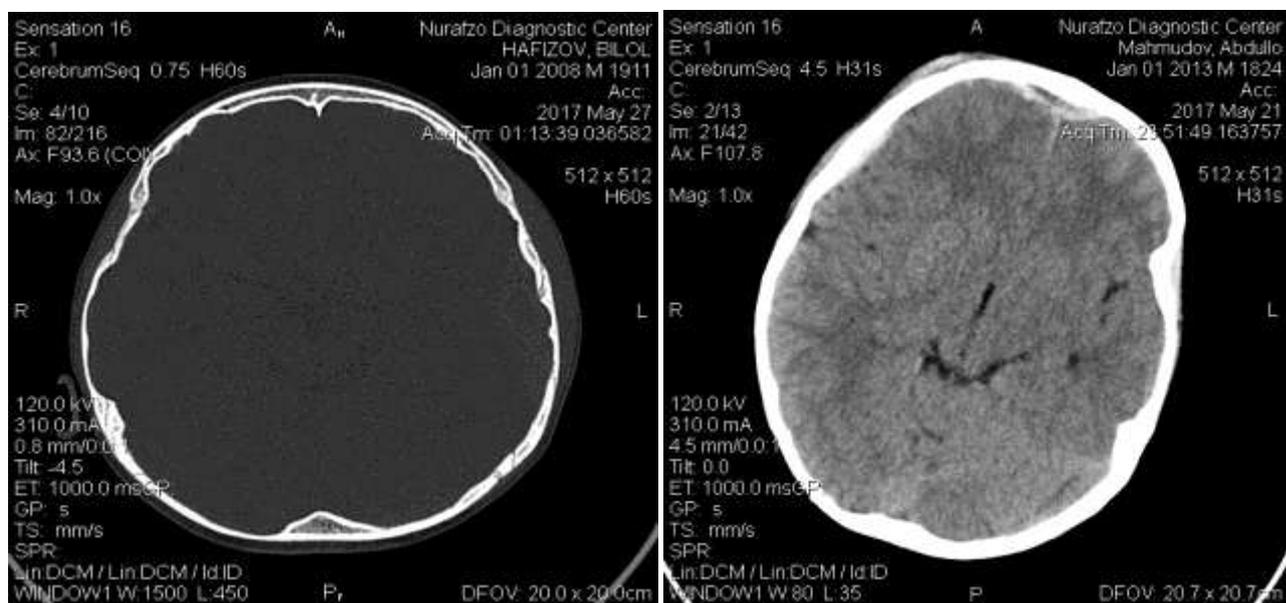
НСГ и КТ. Диффузное аксональное повреждения. А – отечное мозговое вещество. В- щелевидные желудочки
